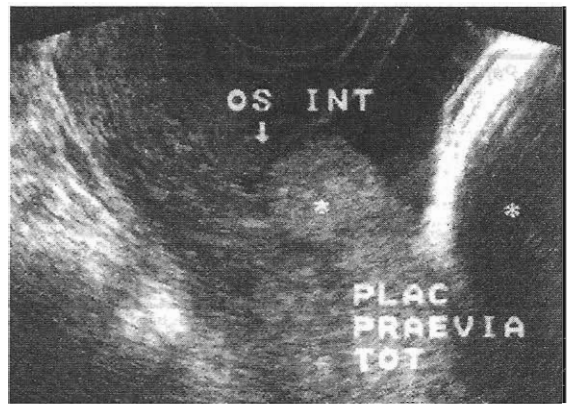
Ultrasonido vaginal que muestra placenta previa central total.
